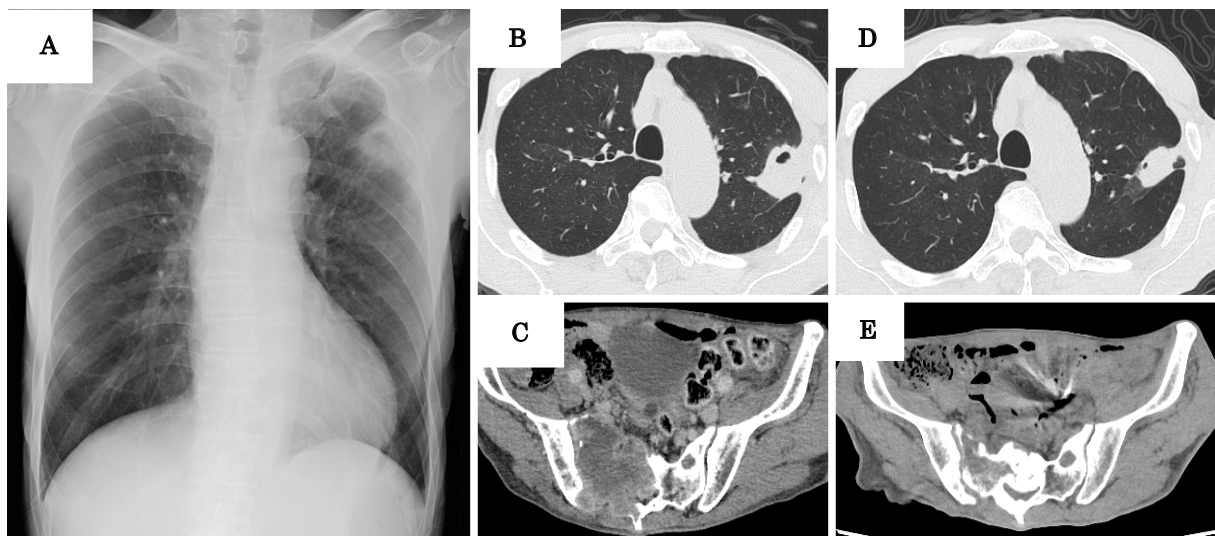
Chest X-ray (A) and chest computed tomography (B) on admission showed tumor with cavity in the left upper lobe. Lower abdominal computed tomography on admission showed osteolytic lesion in the right sacrum (C). The chest and sacrum lesions improved at 3 months after the initiation of pembrolizumab therapy (D, E).
